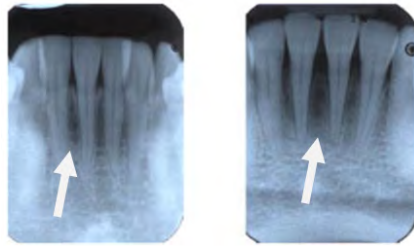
radiographies rétro-alvéolaires montrant la présence de lésions osseuses angulaires plus ou moins importantes chez des porteurs de piercing lingual
